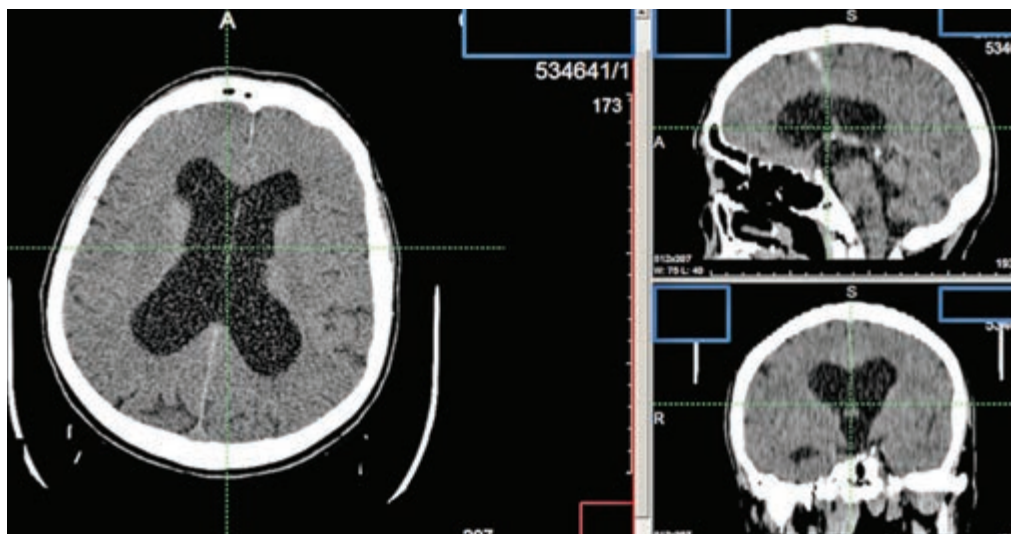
КТ головного пациента К.
